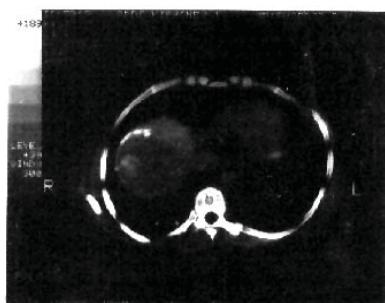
Tomografia computerizată. Calcificarea chistului hidatic
